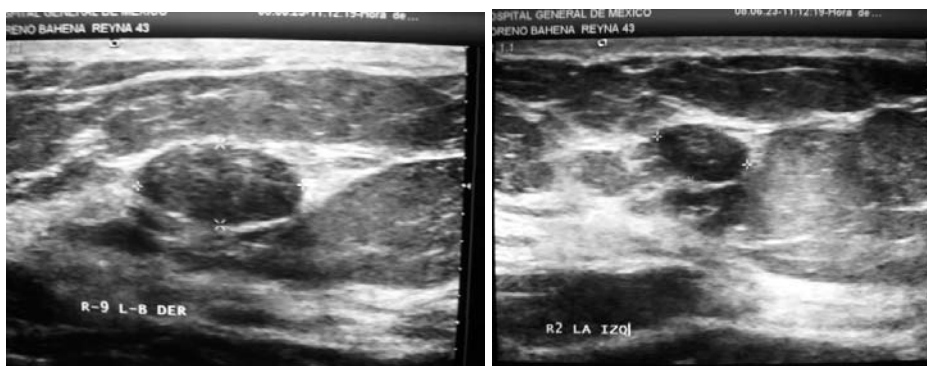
Ultrasonido mamario que corrobora los hallazgos observados en la mastografía anterior, se observan dos imágenes nodulares hipoeoicas, una localizada en el R9 LB de la mama derecha, y otra de menores dimensiones en el R2 LA de la mama izquierda.
